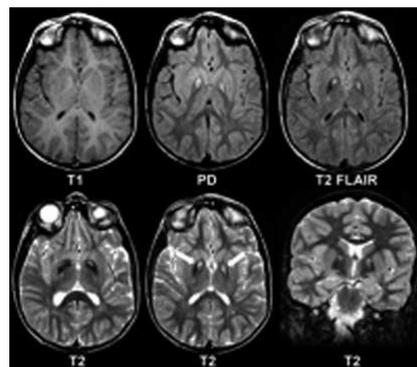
RM illustrante l'aspetto ad "occhi di tigre".
